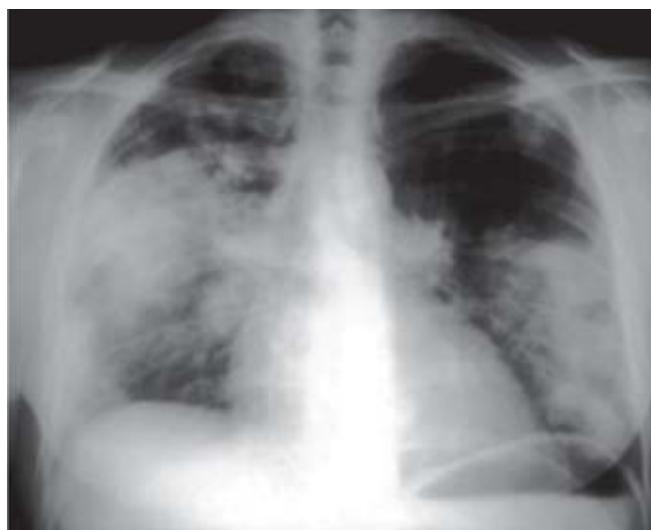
Radiografía de tórax, se observan infiltrados bilaterales y asimétricos.
